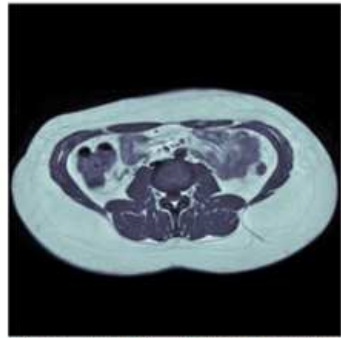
RM Basal [Fuente propia]
